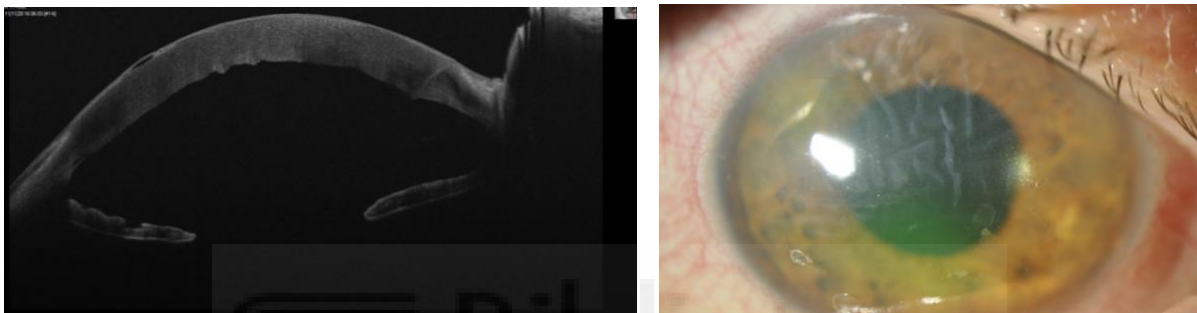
Tomografía de coherencia óptica a las 48 horas postoperatorio y exploración de lámpara de hendidura mostrando edema corneal difuso y PRKs
